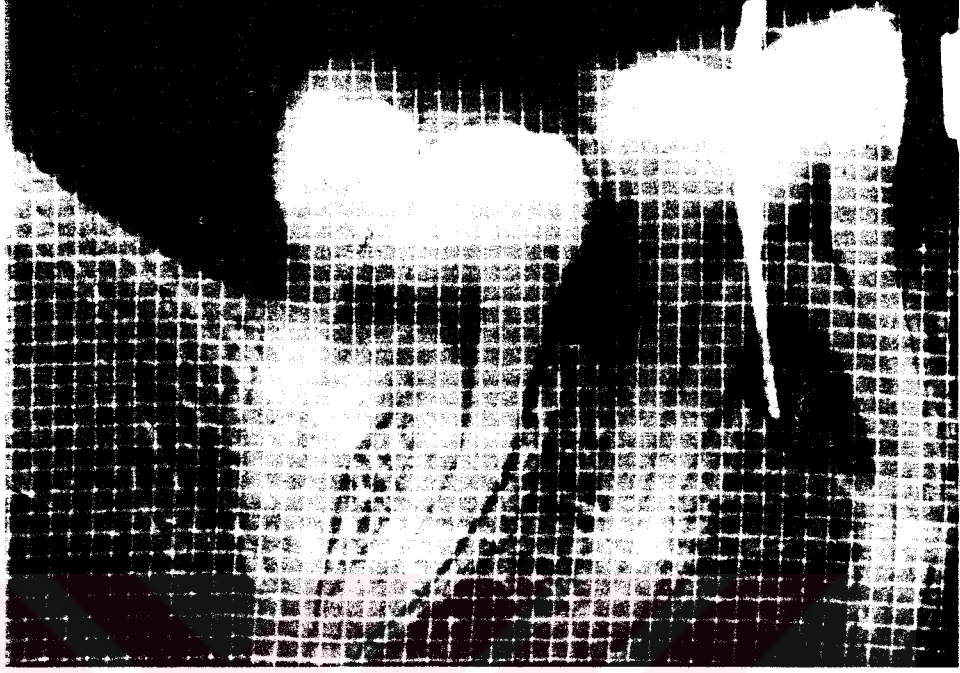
Kemik grefti grubunda aynı hastamızın tedavi sonrası 12. ayda alınan standart röntgeni.
